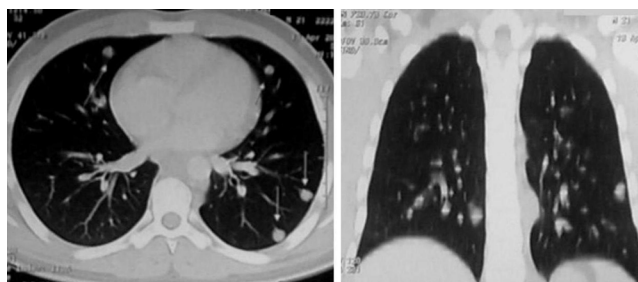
TAC contrastada, que muestran metástasis.
